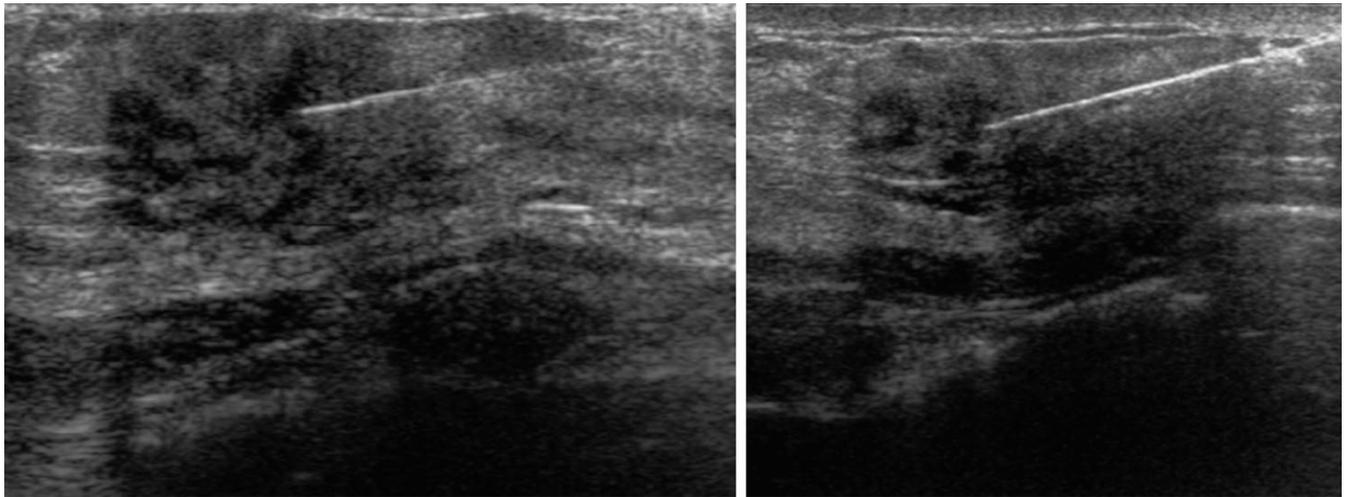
Paciente 3. BAG guiada por ecografía (14G) de lesión nodular de 4 cm en CSE de MI.
